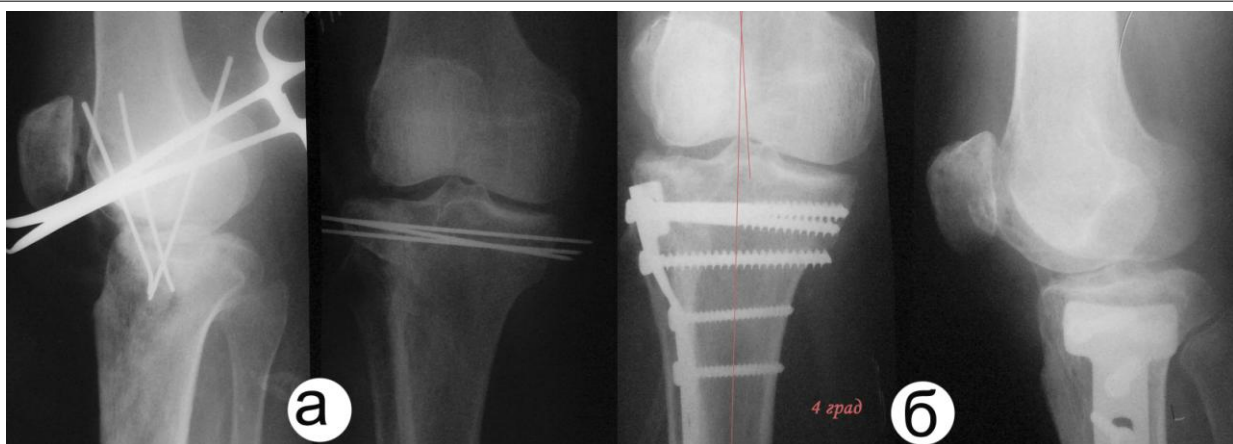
Рентгенограммы больной Т. 44 г. (и.б. № 21440): а) контрольный снимок в день операции; б) окончательный снимок через 2 мес. после операции: остеотомия наружного мыщелка, восстановление конгруэнтности суставной площадки с костной пластикой дефекта проксимального эпиметафиза большеберцовой кости из крыла подвздошной кости
